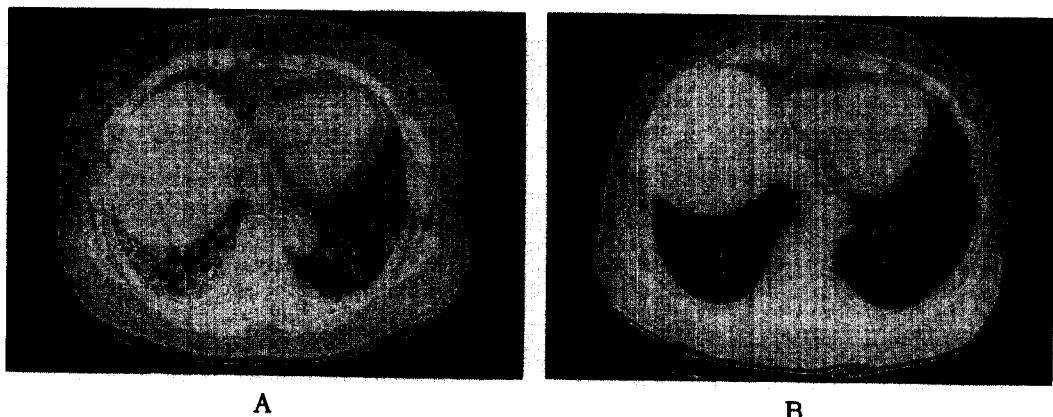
HRCT scans of a 73-year-old woman with idiopathic nonspecific interstitial pneumonia (group 2). A) Initial HRCT scan (1.0-mm collimation) obtained at level of inferior vena cava shows mainly subpleural areas of ground glass opacity and irregular linear opacity in both lungs. B) Follow-up CT scan obtained at level similar to a similar level and after 12 months after A) shows markedly decreased ground glass opacity and irregular linear opacity. Patient was treated with daily oral cyclophosphamide.
